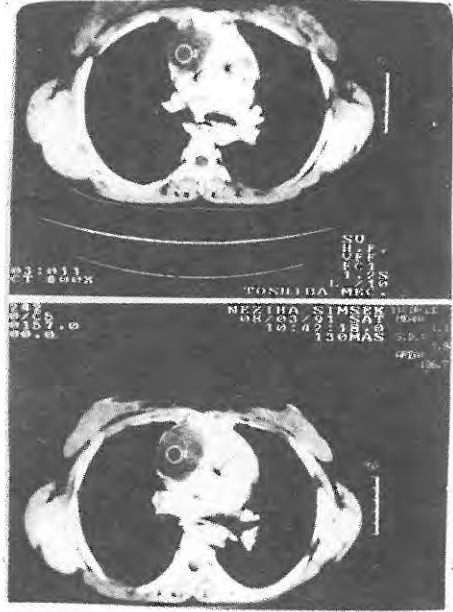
BT'de ön ve orta mediastende geniş kitle lezyonu ve içerisinde düşük dansiteli alanlar (Nonhodgkin Lenfoma)
